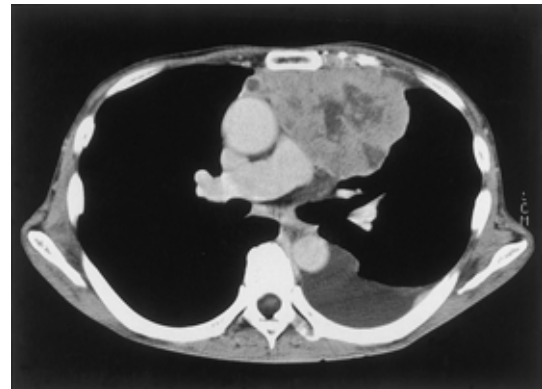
Chest enhanced CT scan shows an anterior mediastinal mass, pleural effusion, and metastatic lesions on the upper and posterior thoracic wall.
